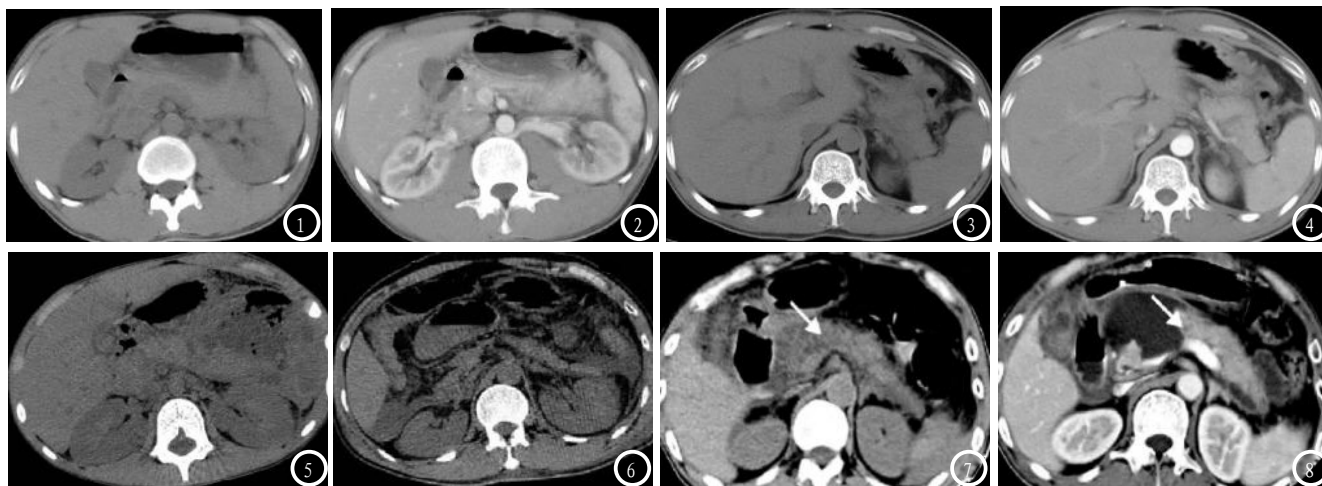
胰腺浅表组织挫伤。图1 为CT平扫,图2 为增强扫描,可见胰腺增粗,胰腺体部表层可见小条形低密度影,周围少量渗液,合并脾挫裂伤。图3-4 胰腺包膜及实质部分挫裂伤。图3 为CT平扫,图4 则为增强扫描,可见胰腺尾部斜行线状低密度影。图5 胰腺断裂伤,CT可见胰腺体部楔形混杂密度影;图6 胰腺断裂伤,可见胰腺外形非连续,胰尾可见线状低密度影。图7 胰头颈深部挫裂伤,图8 7d后增强CT扫描复查提示胰颈部全断裂并假囊肿形成。
